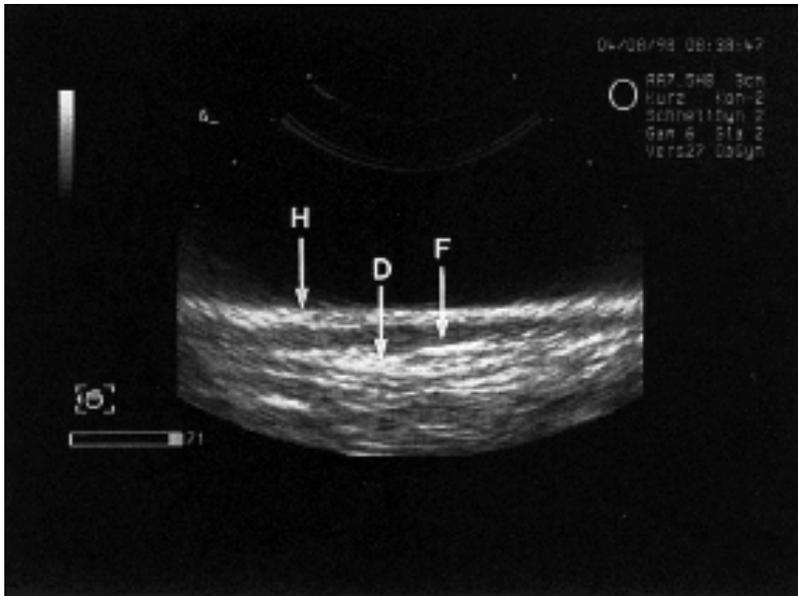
Sonographische Aufnahme des atrophischen Drüsengewebes, H: Haut, F: Subkutanes Fettgewebe, D: Drüsengewebe, nicht von Muskulatur zu trennen
